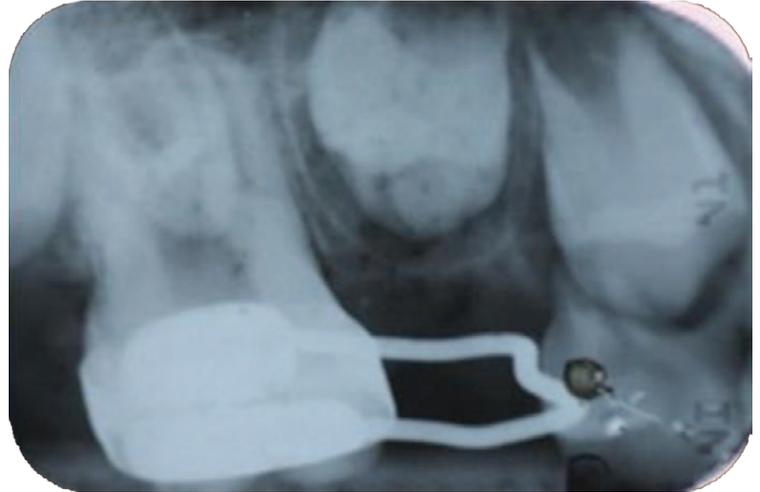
Mantenedor de espaço tipo banda-alça e radiografia de controle da erupção do elemento 15.
